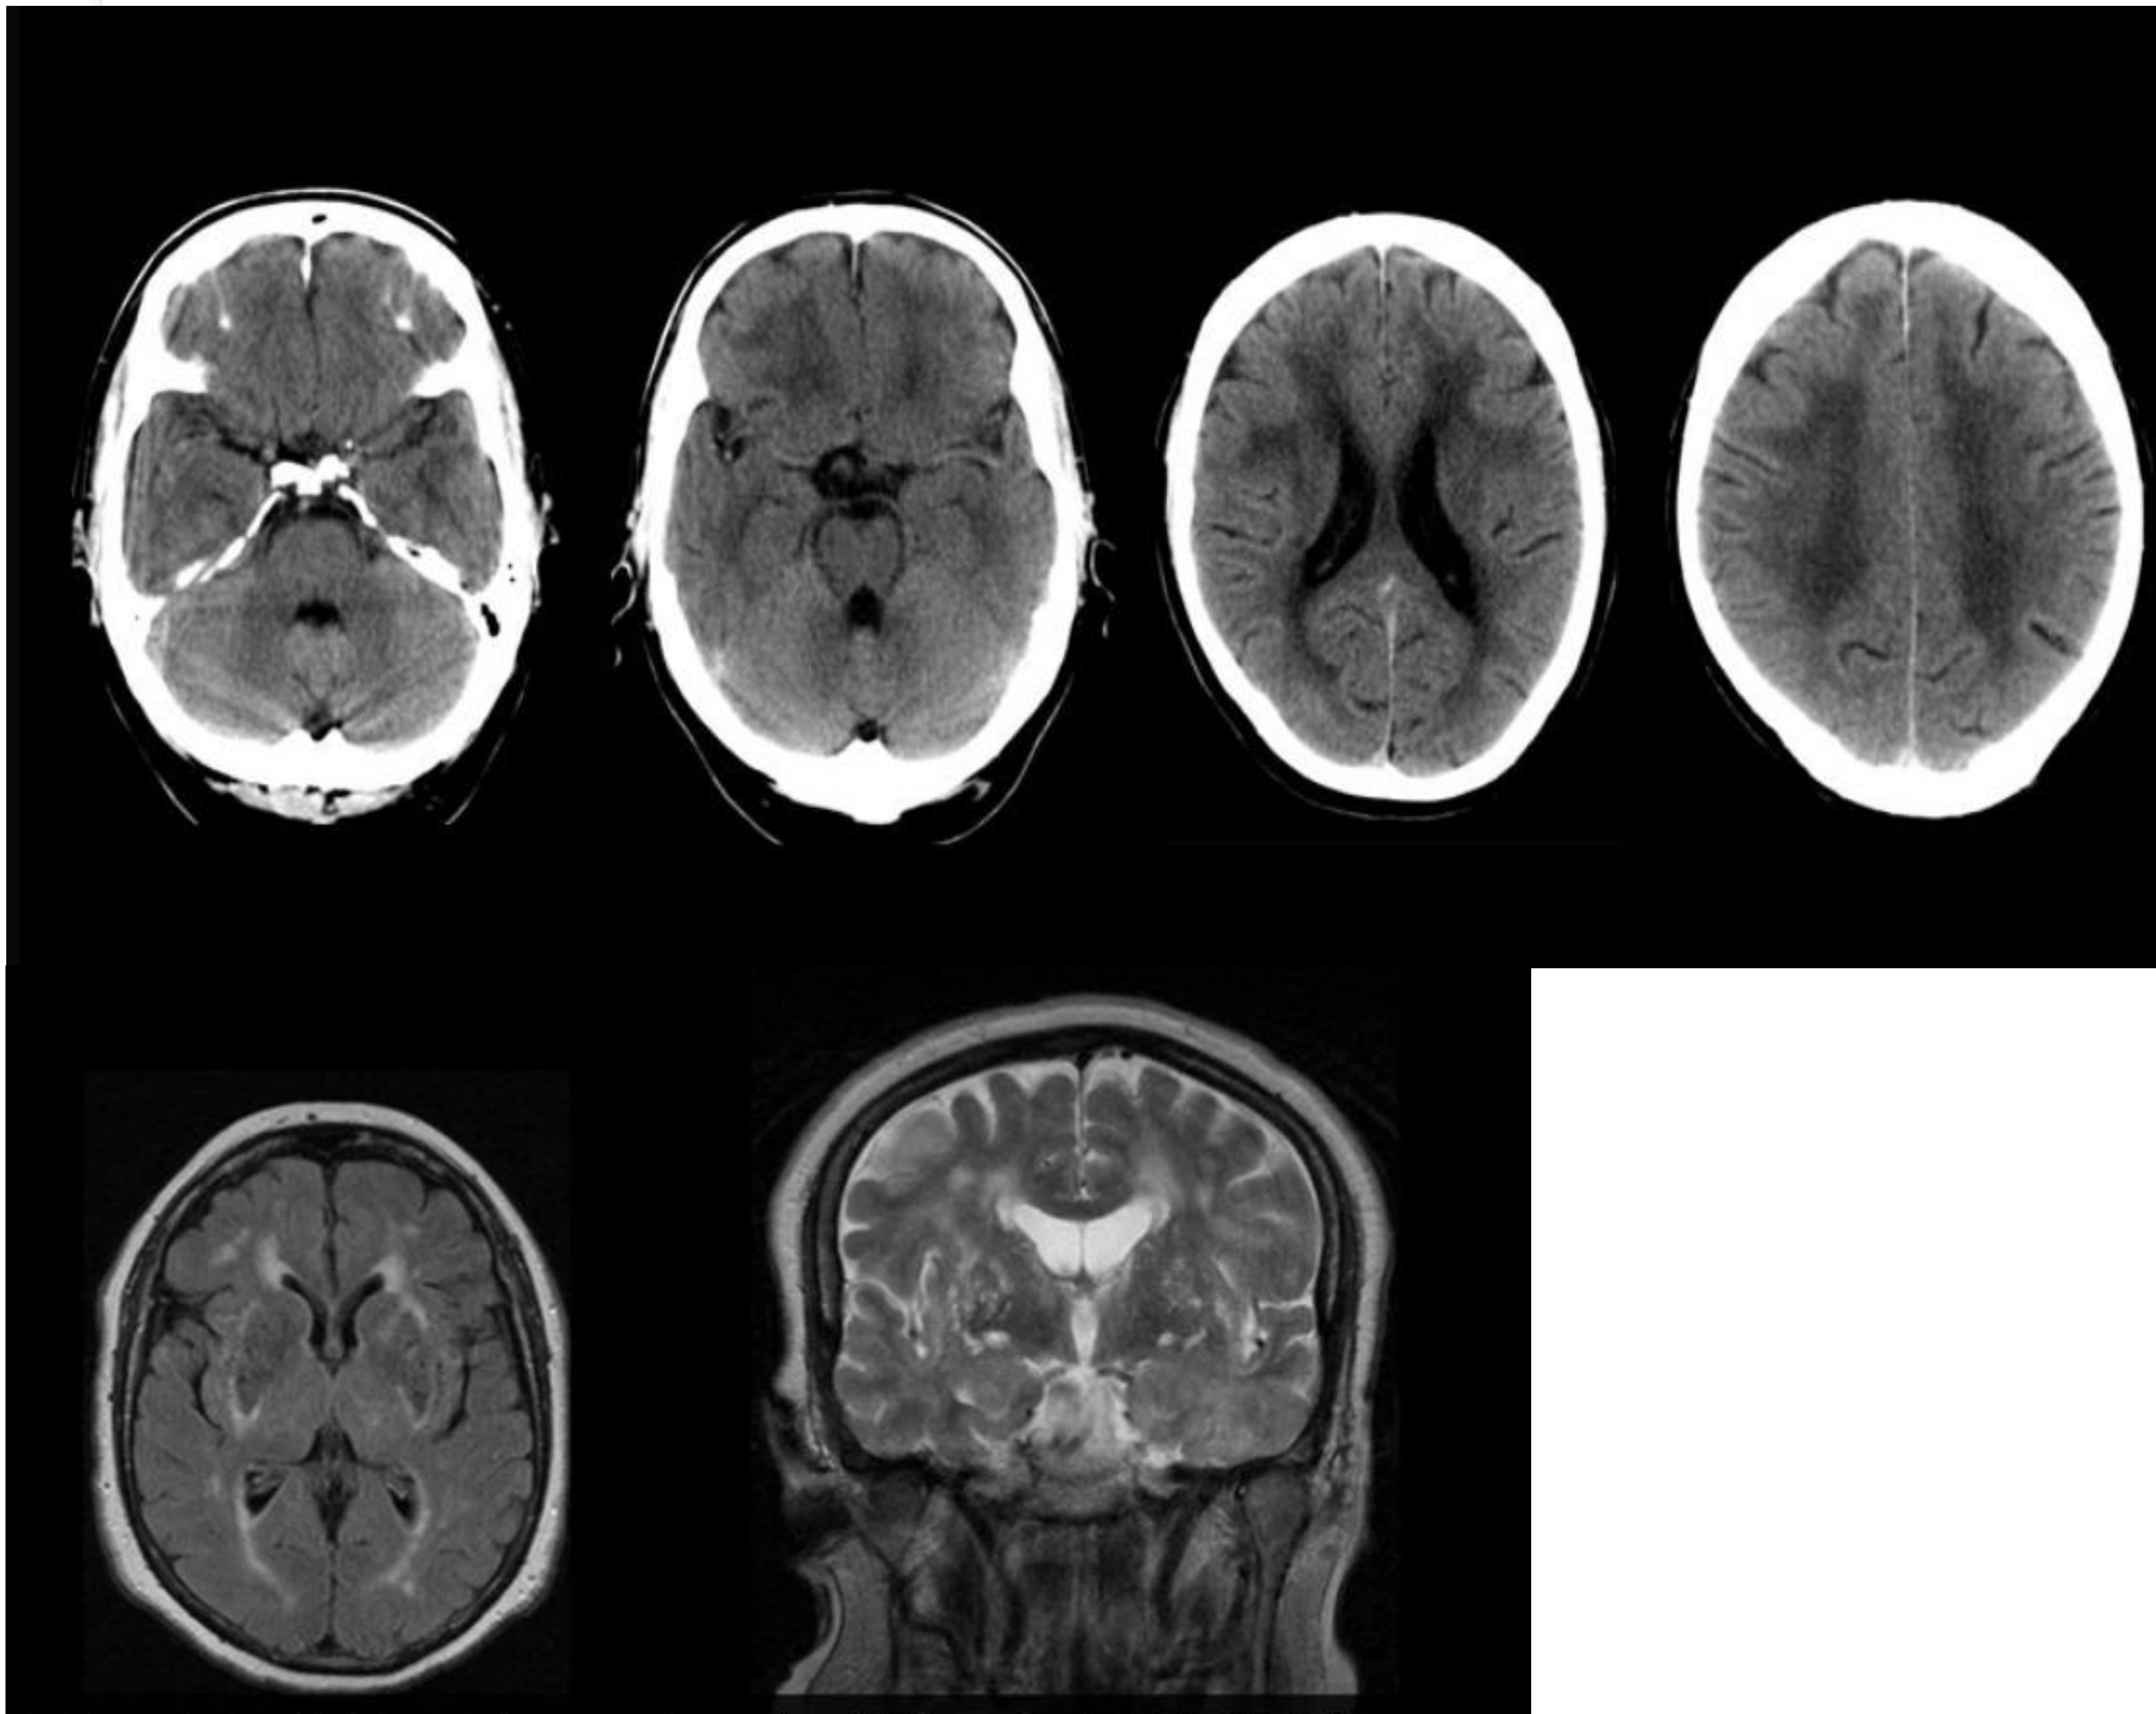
TC de cráneo sin contraste (fila superior). RM de cráneo plano axial FLAIR y potenciada en T2 en plano coronal (fila inferior).
